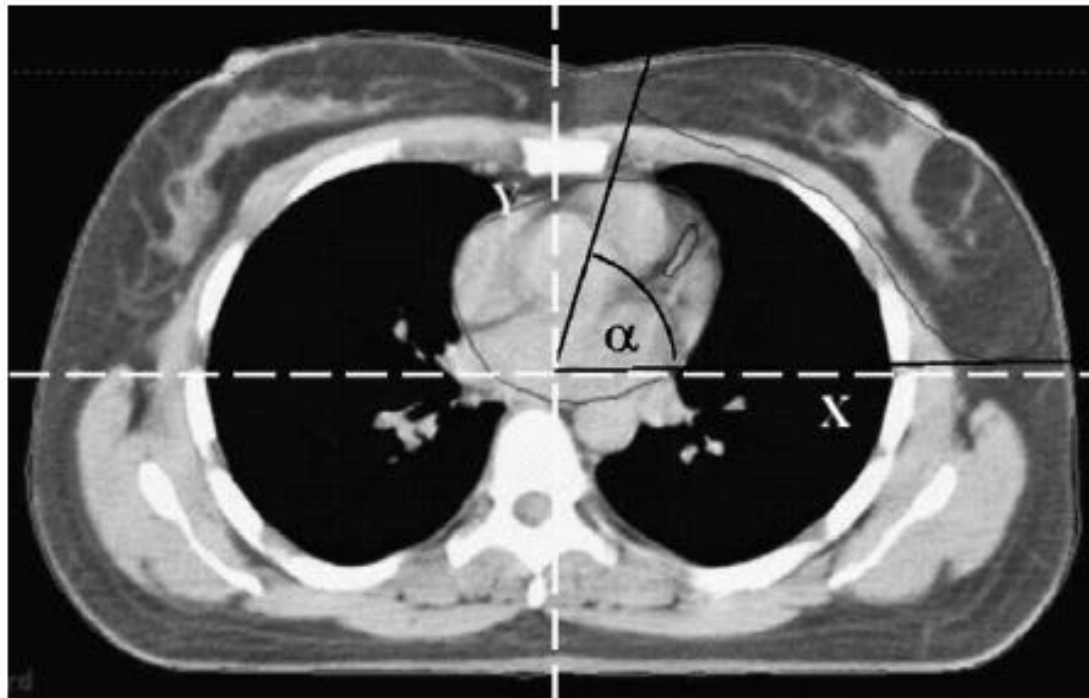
For each patient, two axes, X and Y (dashed line), determined center of image in same slice of treatment isocenter; thus,  $\alpha$  angle was determined as angle subtended by breast with respect to center slice of computed tomography scan.
